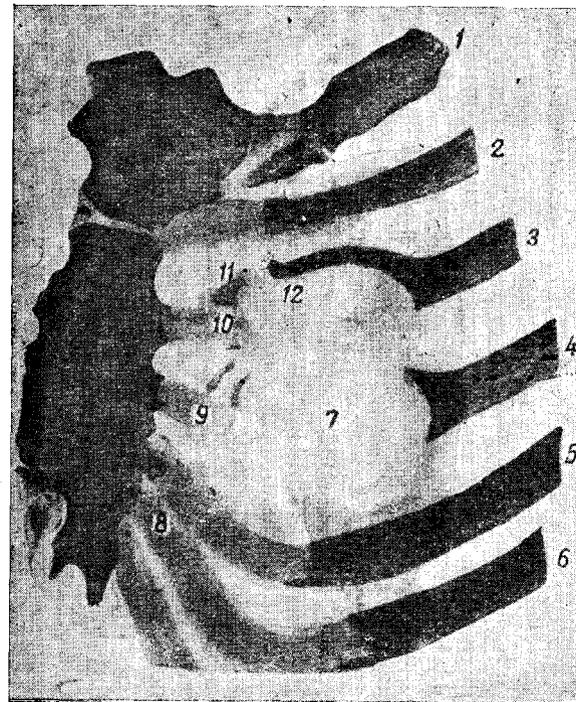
Рентгеновский снимок передней стенки грудной клетки. 1, 2, 3, 4, 5, 6 — ребра, 7 — дефект в грудной клетке, 8 — очаги окостенения в реберных хрящах, 9 и 10 — остатки III и IV реберных хрящей, 11 — костные пластинки, образовавшиеся по всей вероятности из остатков надкостницы, 12 — ложный сустав между регенерировавшимися III ребром и соответствующим хрящом
